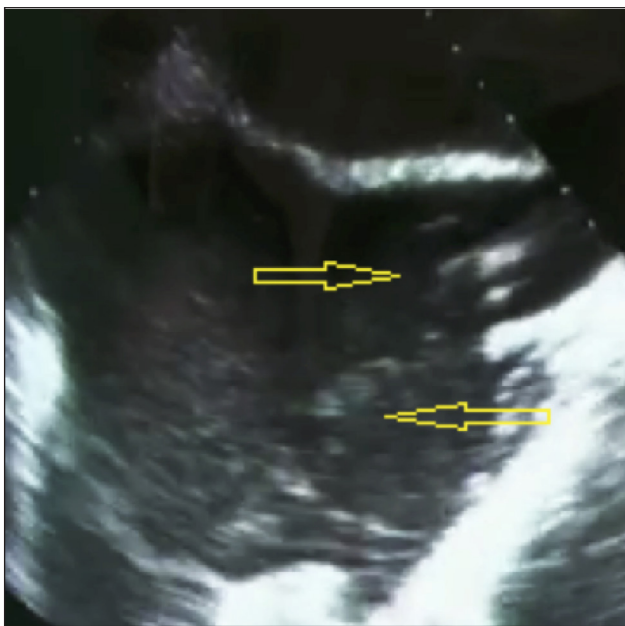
Чреспищеводная эхокардиография. Правые камеры сердца во время ЭВЛК БПВ без выполнения операции Троянова–Тренделенбурга: стрелками показан кровяной детрит в правых камерах сердца
